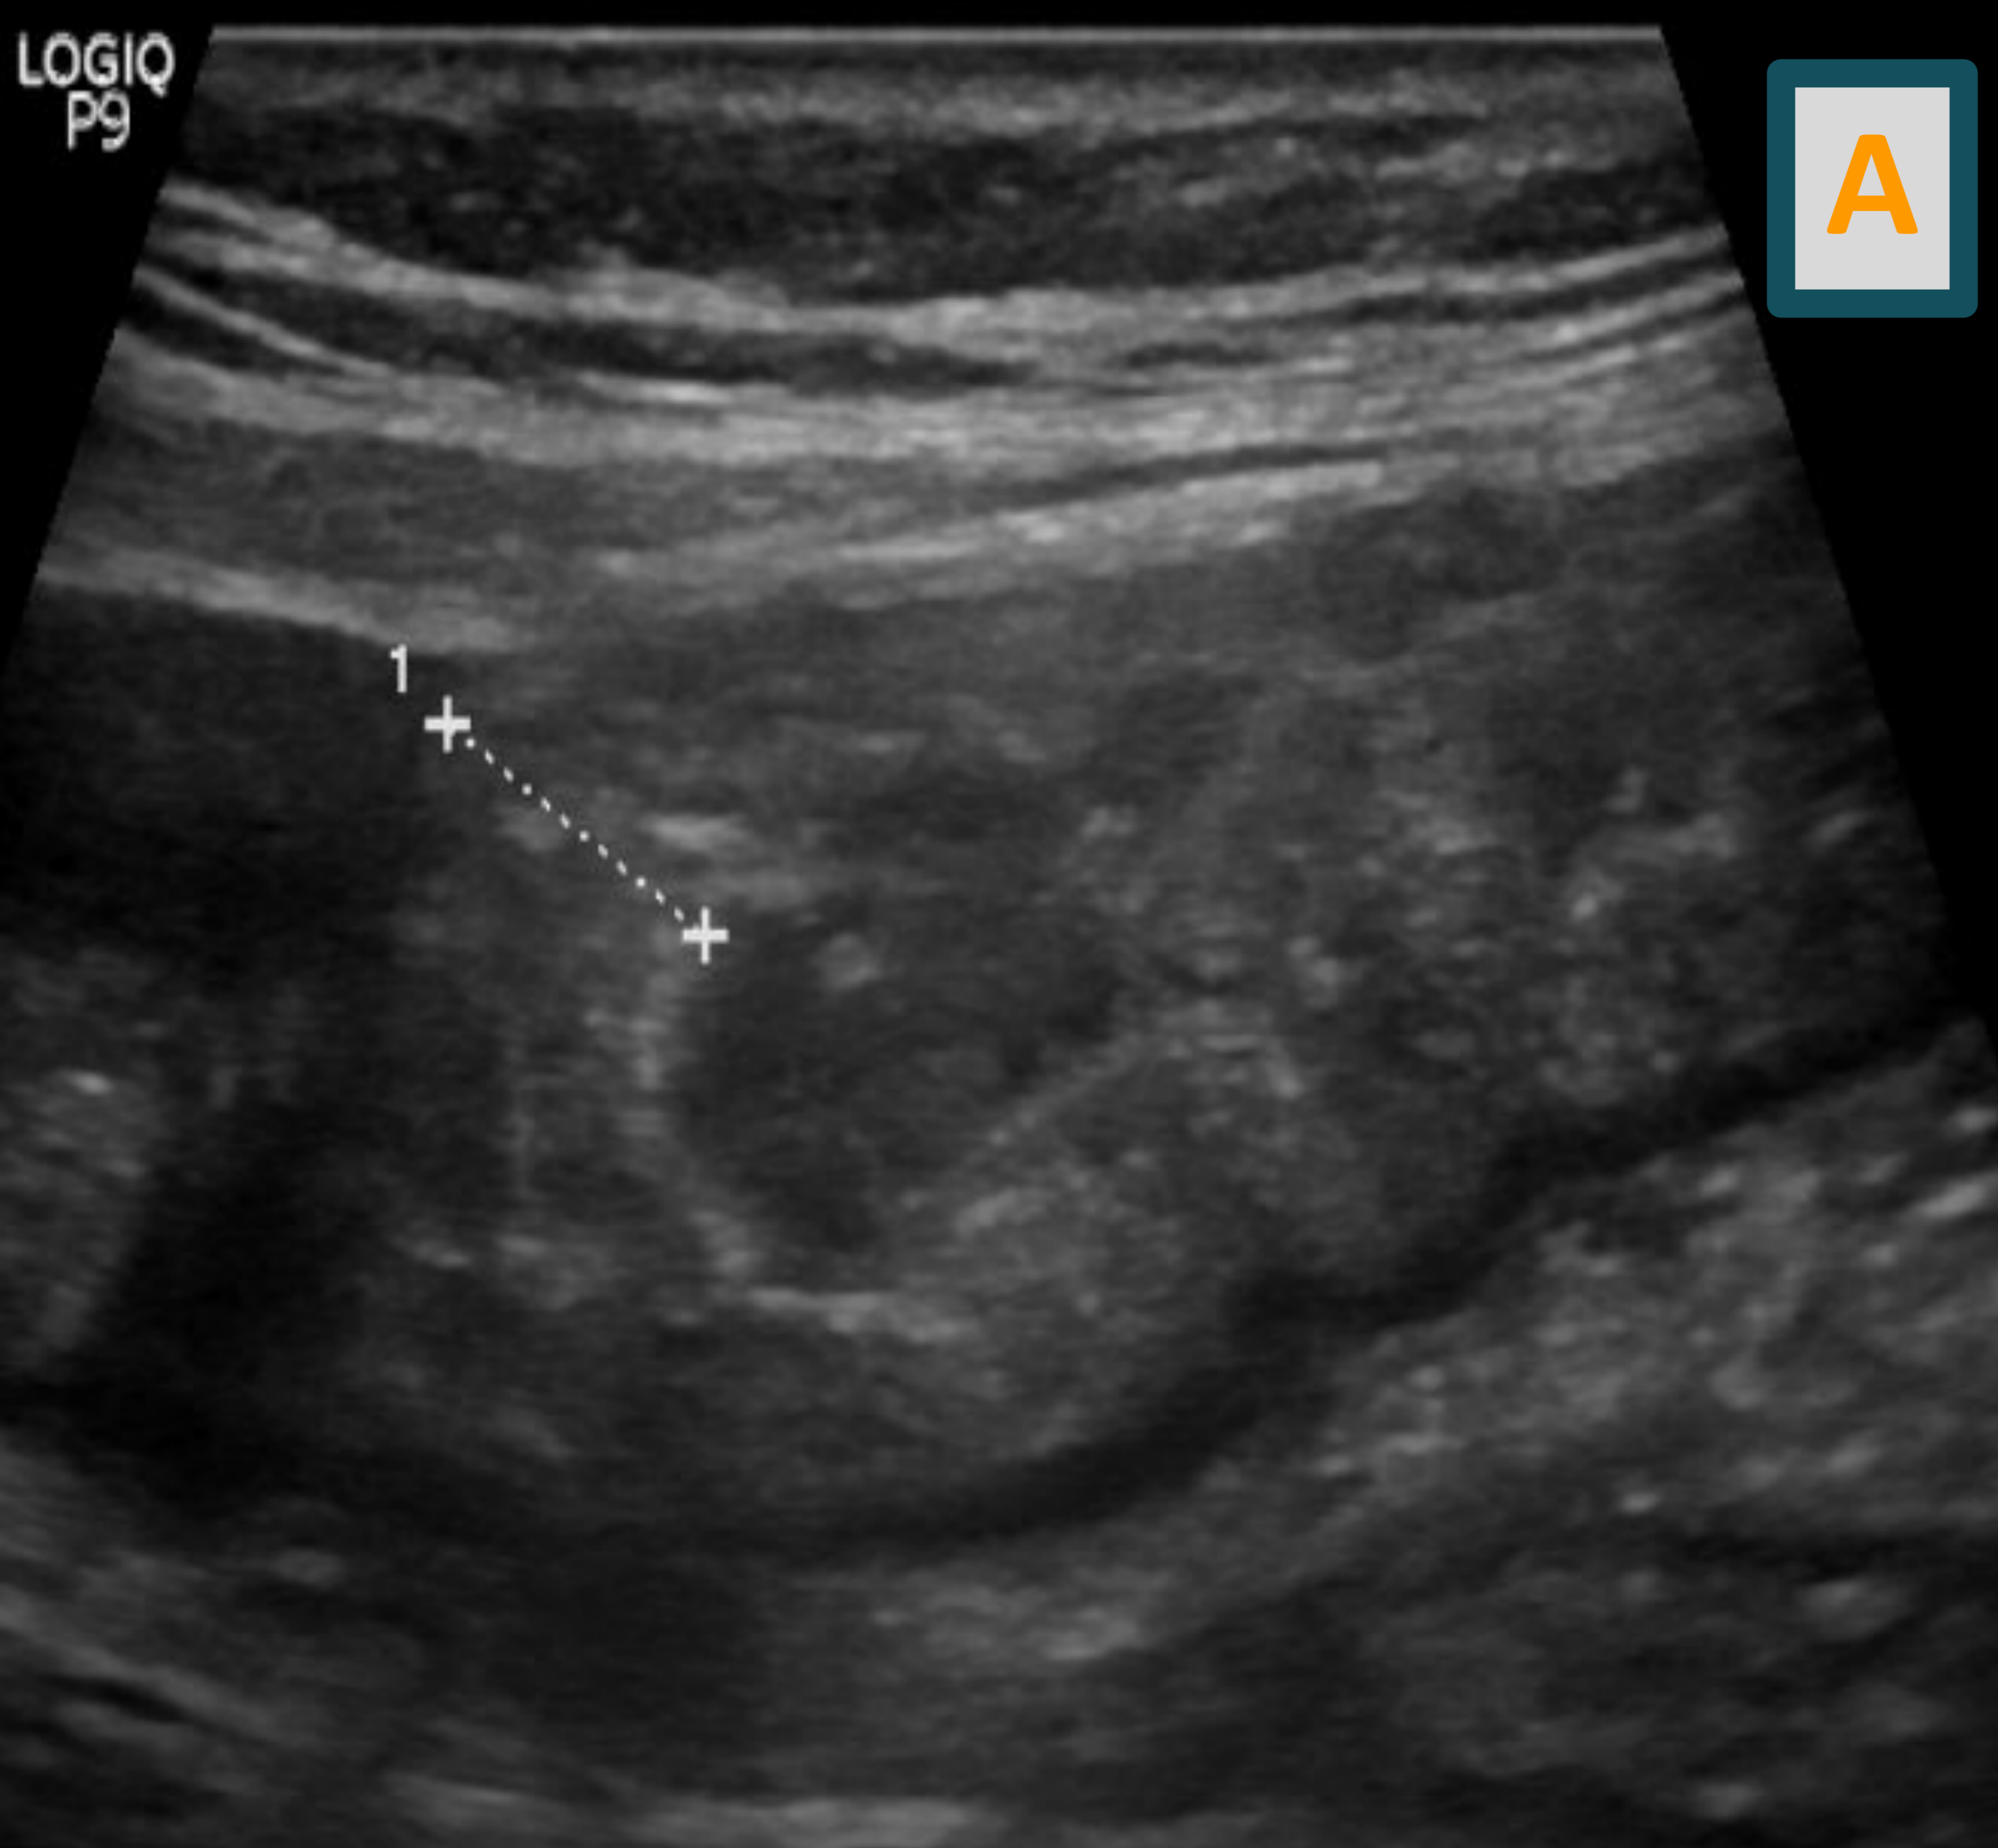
A y B: Ecografía que evidencia engrosamiento parietal del colon transverso y ascendente asociado a un aumento difuso de la ecogenicidad de los planos grasos pericólicos y mínima cantidad de líquido regional.
